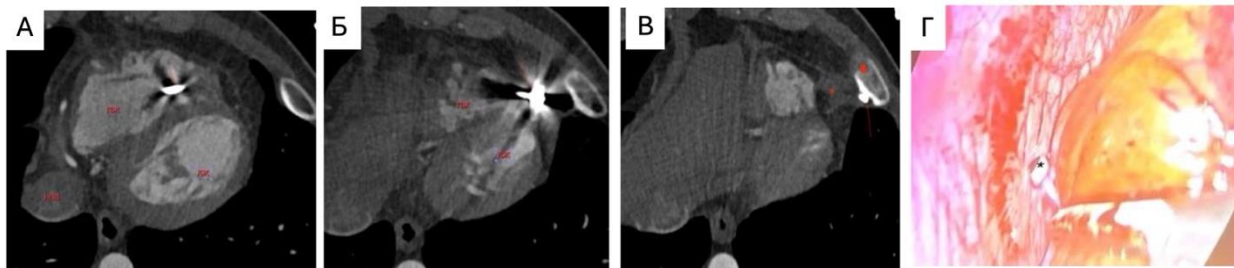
Клинический пример, пациент Т., 51 г. Поступил в центр с жалобами на интенсивную боль в груди, левом плече, усиливающуюся при перемене положения тела. В анамнезе установлен ЭКС по поводу синдрома слабости синусового узла, синусовой брадикардии. В связи с выраженным болевым синдромом пациенту выполнено МСКТ-АГ: А - аксиальный срез, видны верхушечные отделы ПЖ и ЛЖ, в трабекулярной части ПЖ визуализируется электрод (стрелка); Б – визуализируется дистальный отдел фиксирующей части желудочкового электрода на уровне верхушки миокарда ПЖ, создающий артефакты (стрелка); В - дистальная часть электрода визуализируется за пределами миокарда верхушки ПЖ более чем на 3 мм и расположена на уровне перикарда (стрелка), упирается в ребро (головка стрелки), клетчатка локально отечна, наблюдаются реактивные изменения за счет «раздражения» перикарда электродом (звездочка). Принято решение о проведении репозиции электрода; Г – интраоперационное изображение, видеоконтроль в условиях торакоскопической поддержки, дистальные отделы электрода визуализируются за пределами эпикарда (звездочка).
